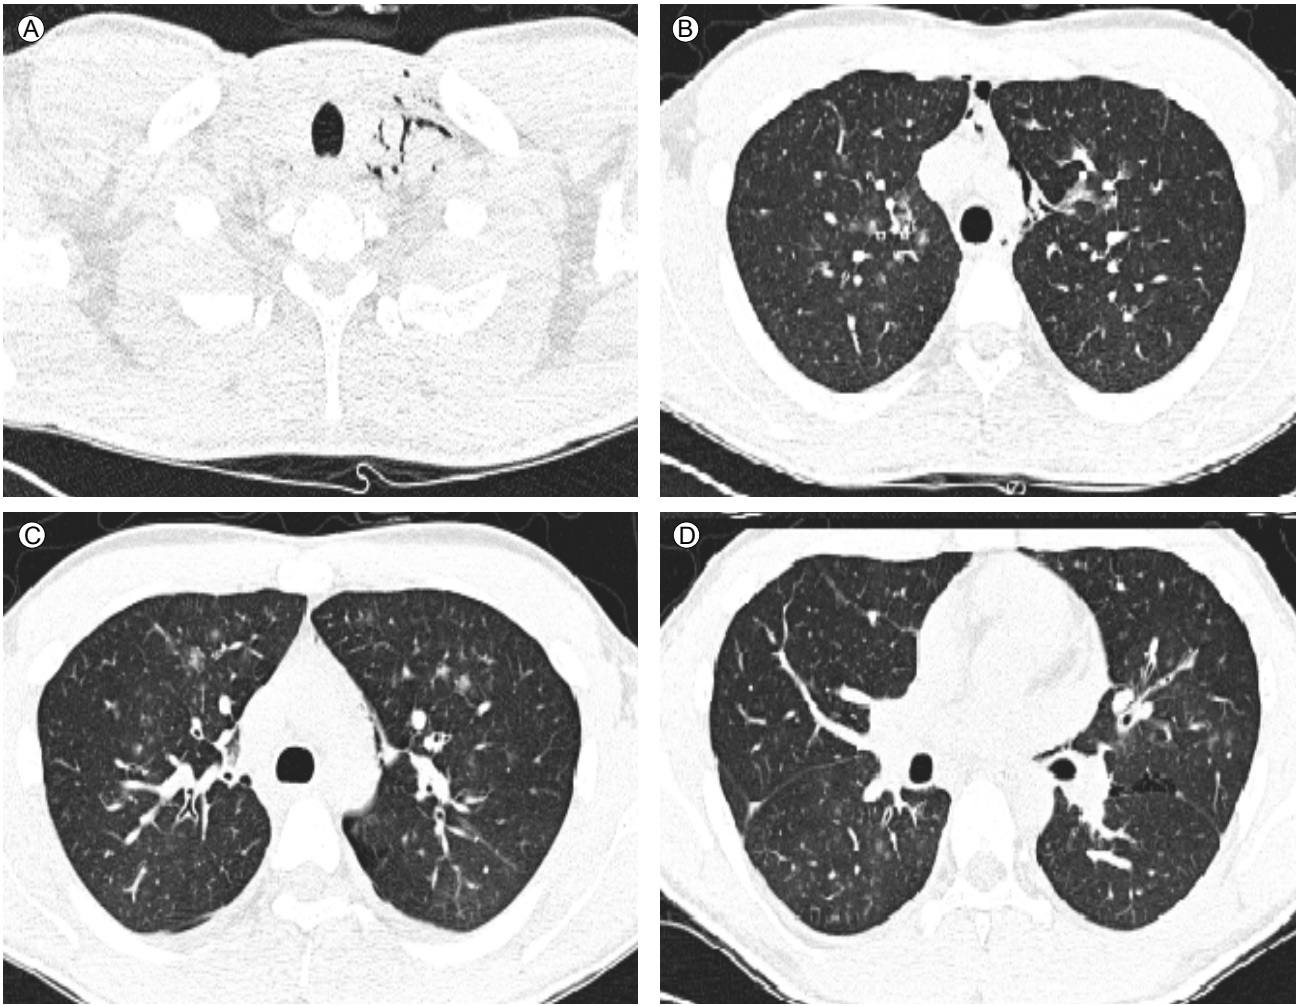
High-resolution CT images show pneumomediastinum (B, C) with subcutaneous emphysema (A) and bilateral, widespread areas of ground-glass attenuation. Pneumothorax is present in the left major fissure (D).
